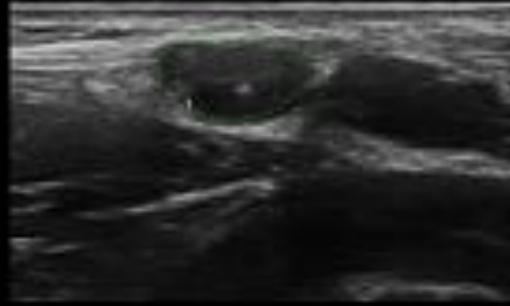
Ecografía del nervio peroneo superficial. Buscaremos el nervio unos 12 cm proximal al maléolo peroneo entre el músculo peroneo largo y el extensor de los dedos, donde se hace superficial.
